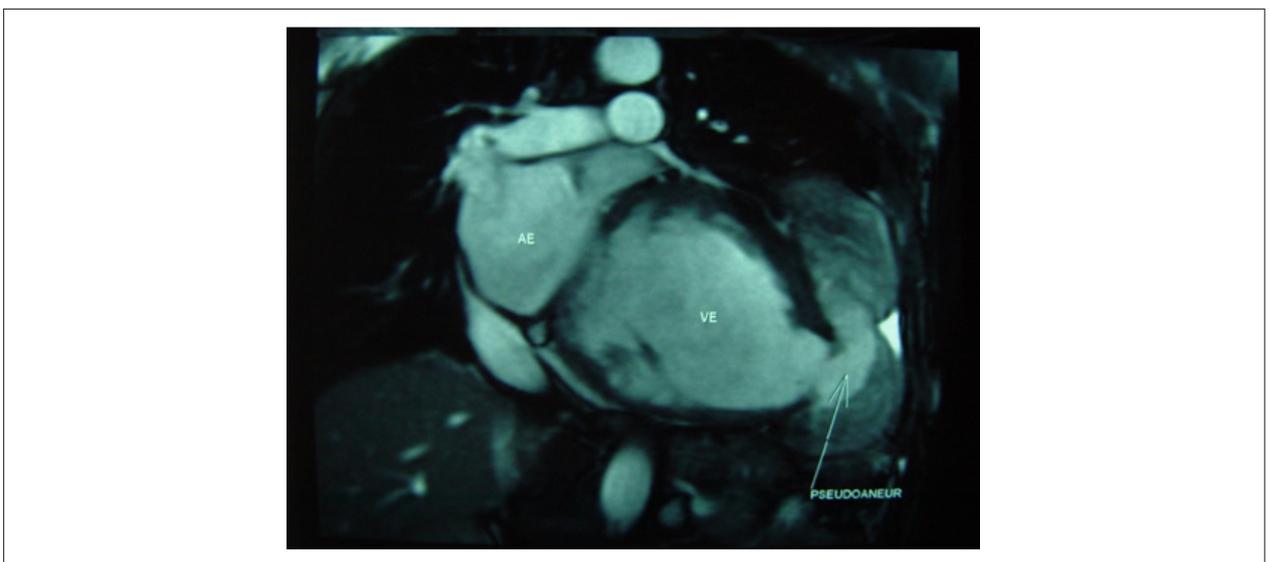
Ressonância nuclear magnética do coração. Pseudo An em ápice do VE, com trombo em seu interior e na cavidade ventricular esquerda.
